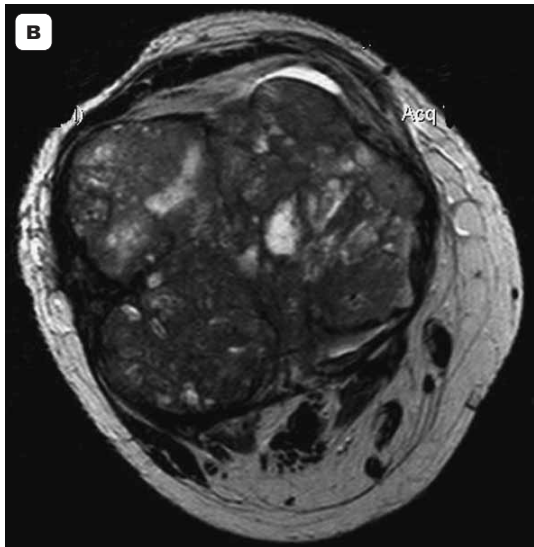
Гигантоклеточная опухоль: рентгенограммы коленного сустава в прямой (а) и боковой (б) проекциях, в проксимальном эпиметафизе определяется обширный очаг деструкции ячеисто-трабекулярной формы с истончением кортикальной пластинки; МР-томограммы коленного сустава в аксиальной проекции в Т2ВИ (в), в сагиттальной проекции в Т2ВИ (г) и Т1ВИ (д).
